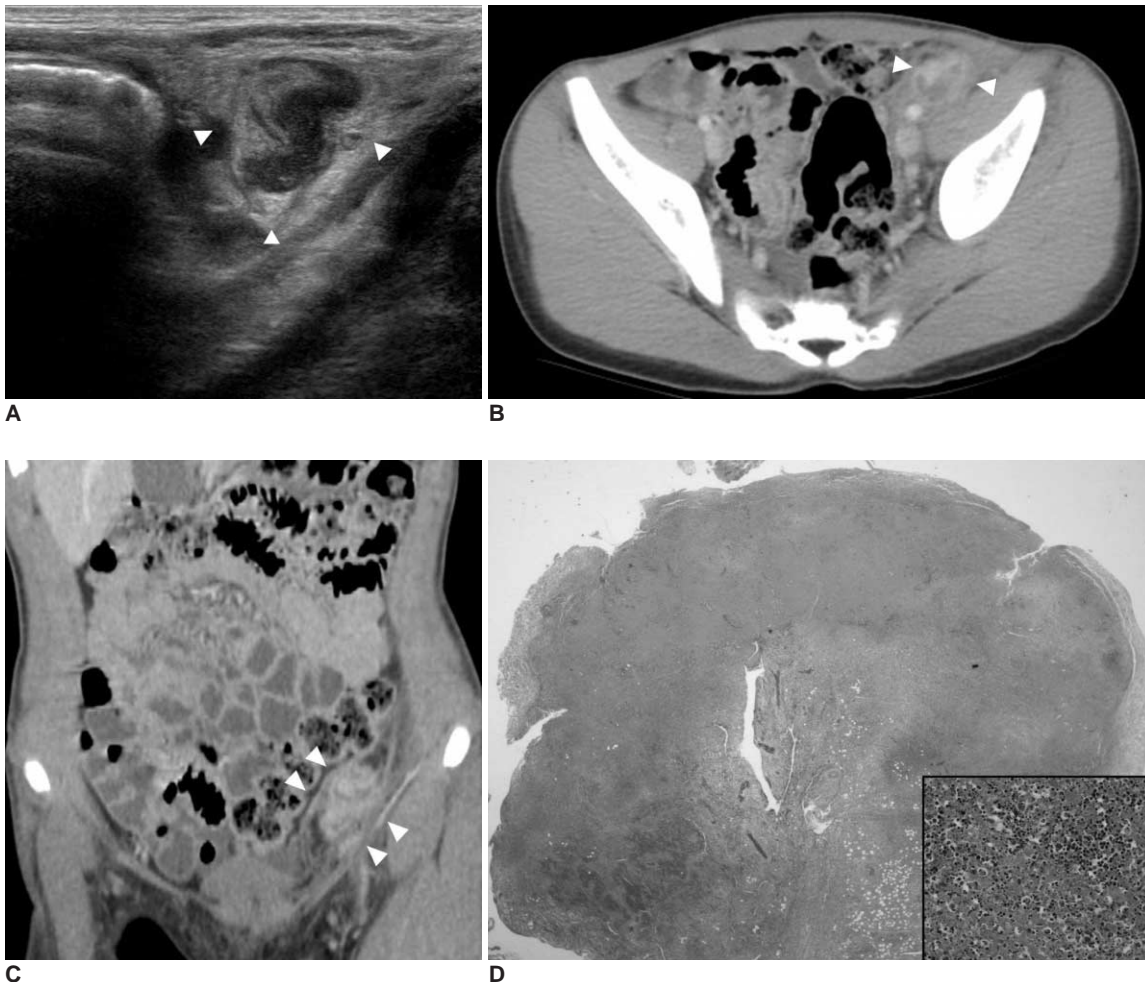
A. Ultrasonography of left lower abdomen shows 3 cm sized ill-defined echogenic mass (arrowheads) in left iliac fossa, between abdominal wall and iliopsoas muscle. Irregular shaped fluid collection with internal echoes is in the central portion of the mass.
